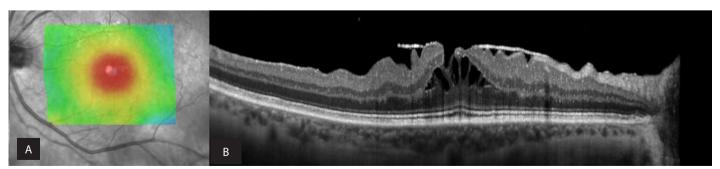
Tomografía de coherencia óptica (OCT). Mapa de colores. A. Engrosamiento foveal. OCT en corte coronal central. B. Membrana epirretiniana, pliegues irregulares por la tracción tangencial y quistes intrarretinianos, resultados de la alteración de la barrera hematorretiniana y defectos de las capas internas de la retina, causados por una tracción persistente.
